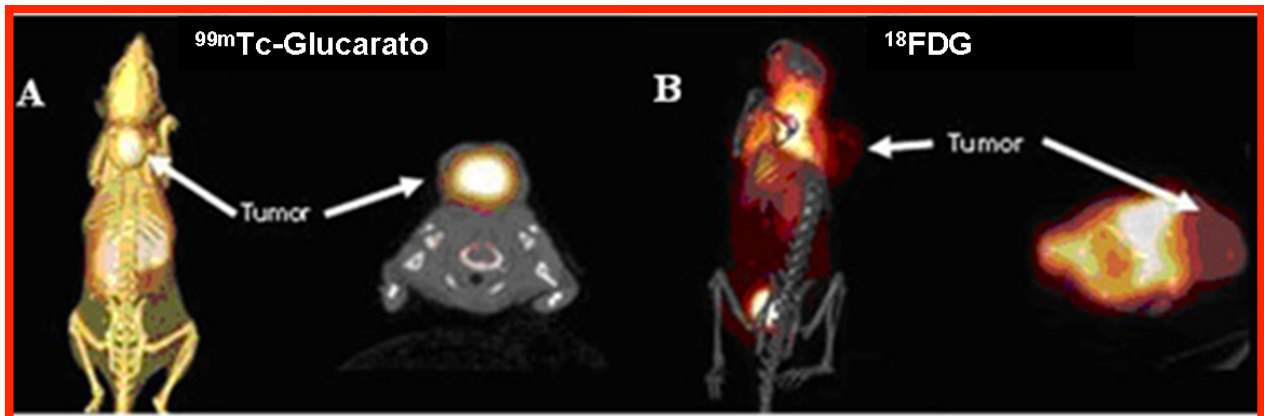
A. Imágenes de cuerpo entero con ^{99m}Tc -Glucarato y SPECT transaxial de ratón SCID trasplantado con células de cáncer de mama humano MDA-435 B. Imágenes de cuerpo entero y SPECT transaxial de ratón SCID trasplantado de cáncer de mama humano MDA-MB-435 utilizando, el ^{18}F -FDG como trazador.
